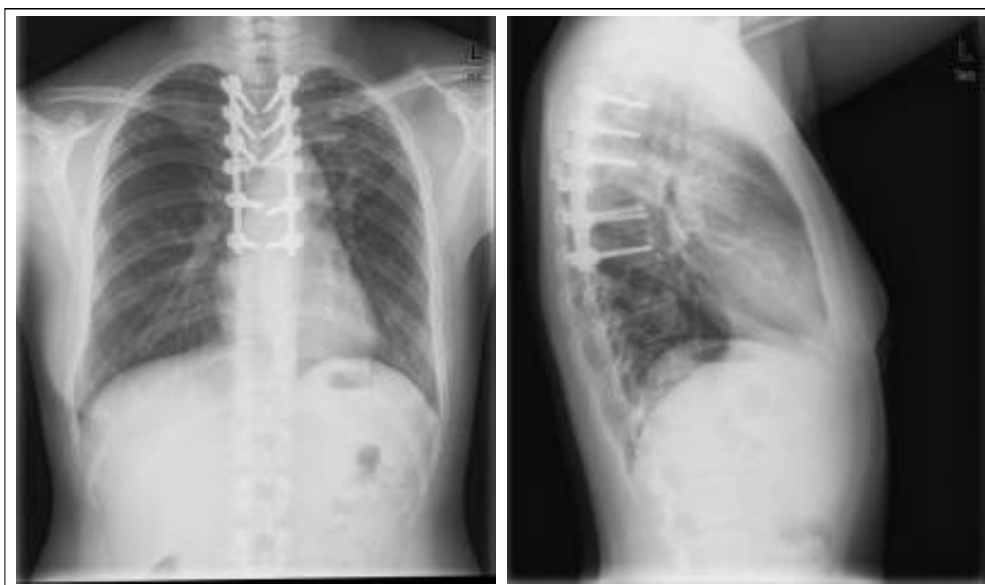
Plain chest radiograph taken after completion of anti-TB therapy for 12 months.
